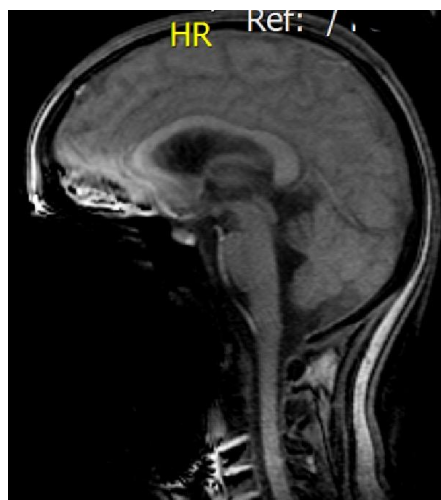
IRM craneal contrastada en corte sagital de la paciente
